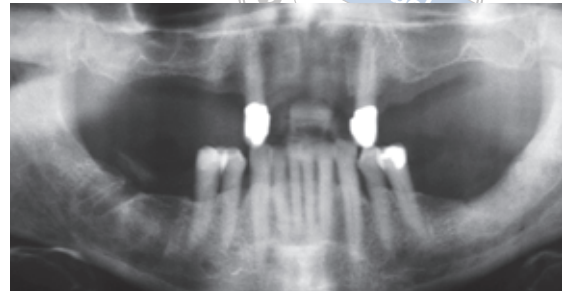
Das Orthopantomogramm der Ausgangssituation.
